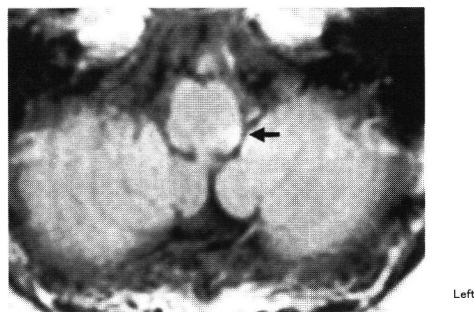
Brain magnetic resonance images of the present case, examined 7 days after onset. Axial T2-weighted images (1.5T, TR 8002, TE 112) demonstrate infarction in the left dorsolateral mid medulla oblongata (arrow).
